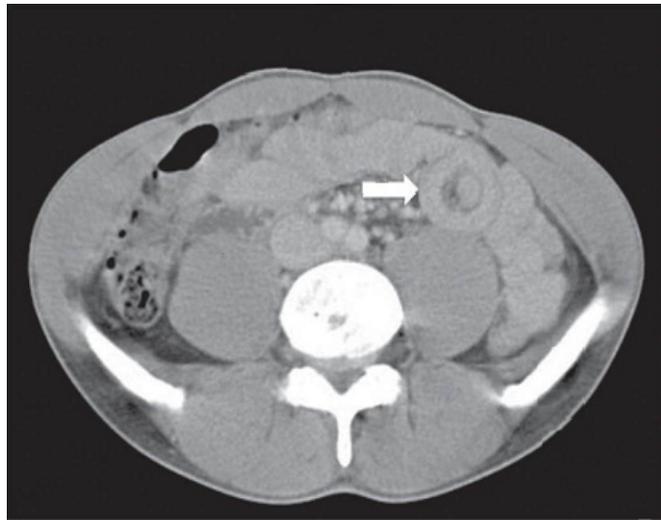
TDM préopératoire montrant une intussusception de l'intestin grêle localisée au niveau de la fosse iliaque gauche (flèche en blanc) [9]
